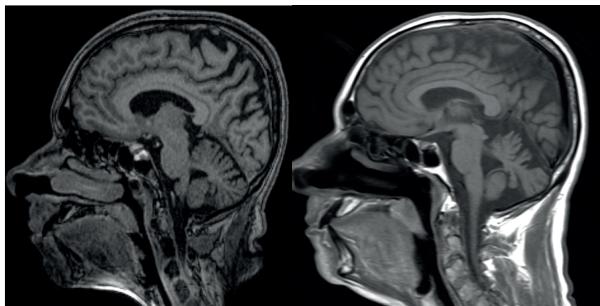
RM de crânio (cortes sagitais, T1) do dia 29/05/18 e 19/12/18 respectivamente. Redução volumétrica cerebelar e telencefálica notavelmente em área parietal.
